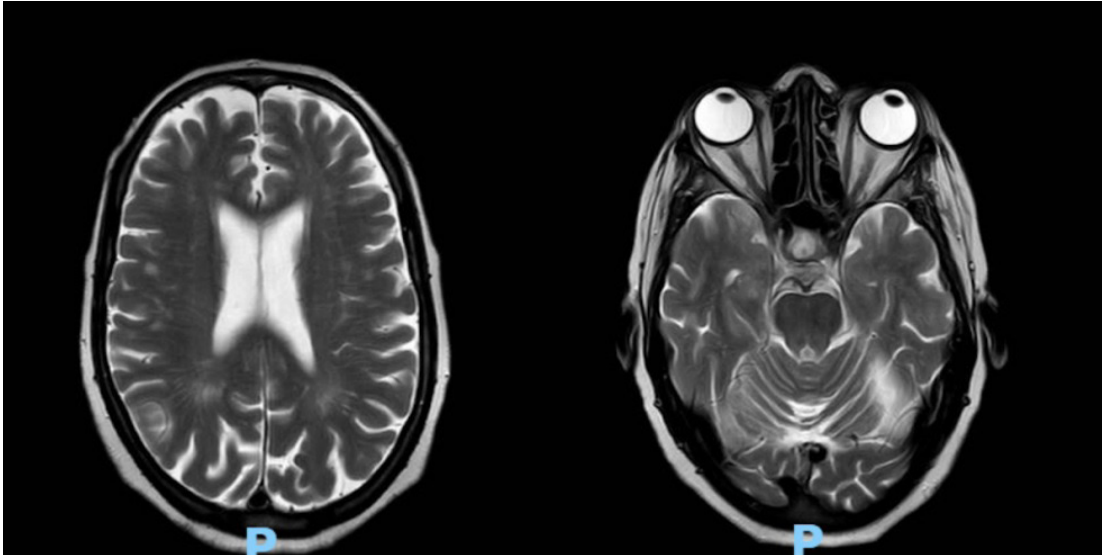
RMN encéfalo con gadolinio secuencia T2
